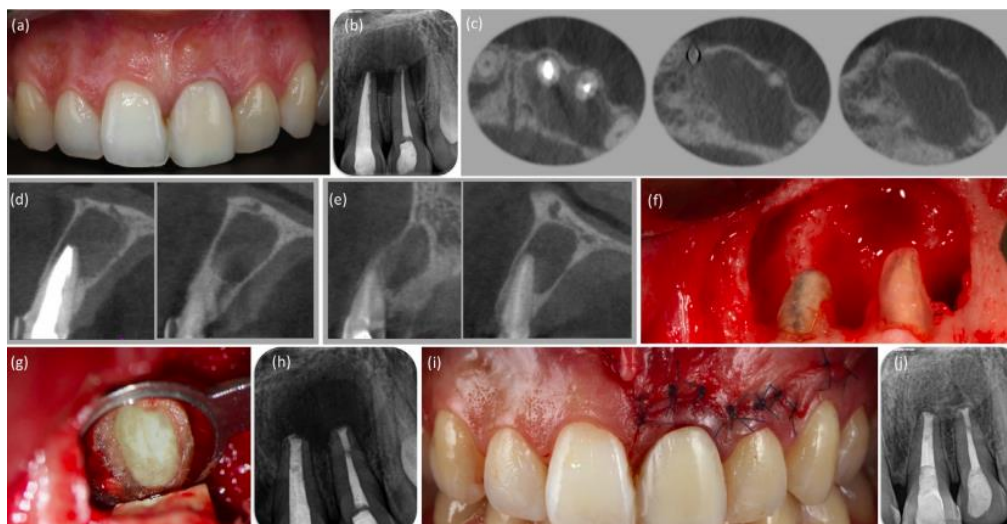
a) Imagem clínica do incisivo central e lateral superior esquerdo submetido a cirurgia endodôntica. (b) Radiografia periapical mostrando uma lesão apical nos dentes 21 e 22. (c, d, e) Uma tomografia computadorizada de feixe cônico (CBCT) foi realizada antes da cirurgia endodôntica. (c) As imagens sagitais e axiais confirmaram uma lesão apical circunscrita. Note-se que a lesão apical não afetou nem as placas corticais vestibulares nem as palatinas. (f) Um retalho submarginal (Ochsenbein-Luebke) foi levantado para obter acesso e tratar a lesão apical. Tamanho final da osteotomia. (g) Agregado mineral trióxido (White ProRoot MTA, Dentsply Maillefer) - extremidade da raiz - ápice preenchido. (h) Radiografia pós-operatória imediata. Não foram necessárias técnicas de regeneração óssea. (i) O retalho foi posicionado e suturado firmemente com suturas monofilamentares 5 0. (j) Radiografia de seguimento de dois anos mostrando cicatrização quase completa. (adaptado de Abella e al., 2012)
